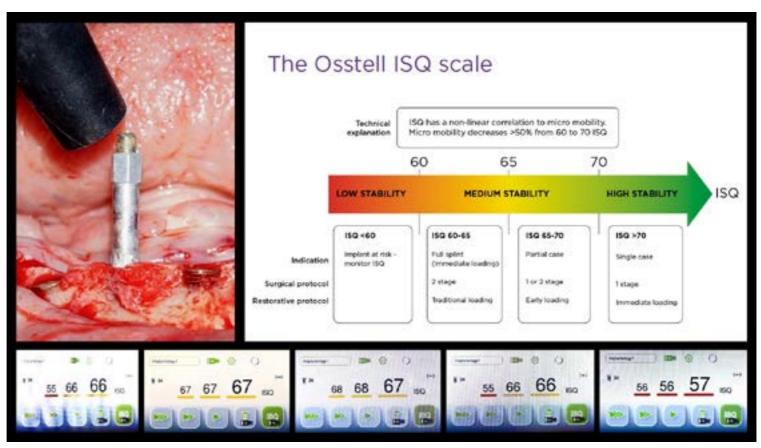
Análisis de la estabilidad primaria mediante la frecuencia de resonancia medido en ISQ, donde se observa la escala de medición de baja, mediana y alta estabilidad al momento de la colocación del implante dental.
